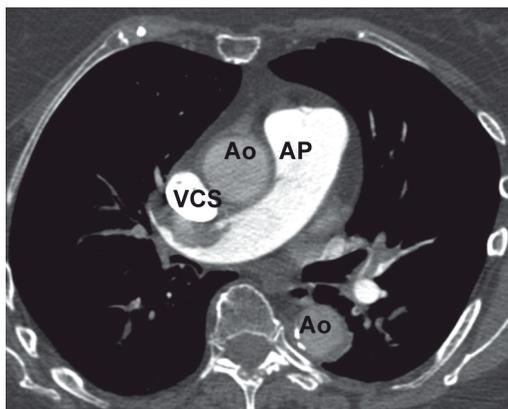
Angio-TDM pulmonaire : l'artère pulmonaire (AP) est plus dense que l'aorte (Ao).
